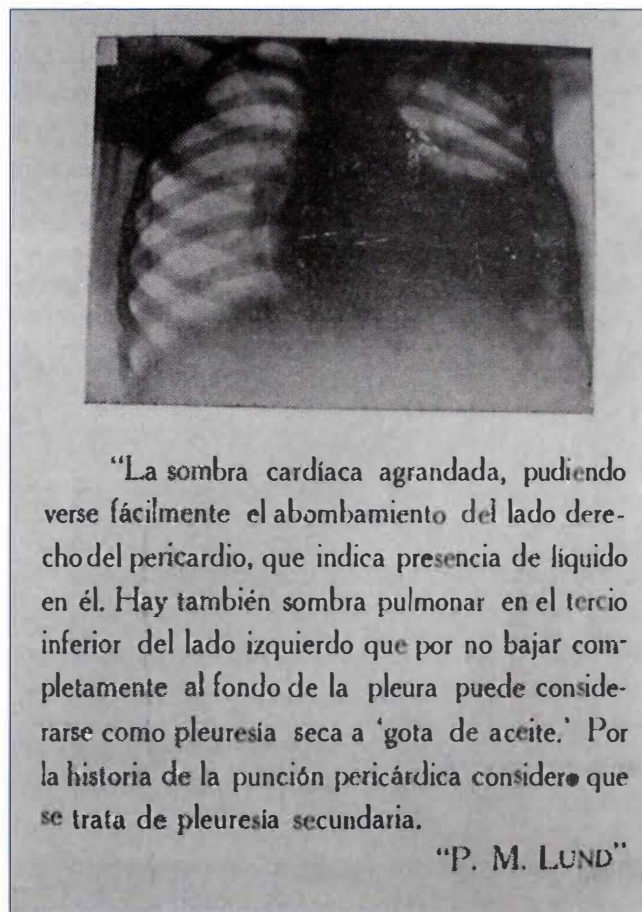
Radiografía del tórax de un niño de ocho años aquejado por pericarditis y derrame pericárdico, y la transcripción del informe del radiólogo el Dr. P.M. Lund. Es la primera radiografía de tórax que aparece publicada en Repertorio de Medicina y Cirugía, Vol. VIII No. 11 de noviembre de 1917.
